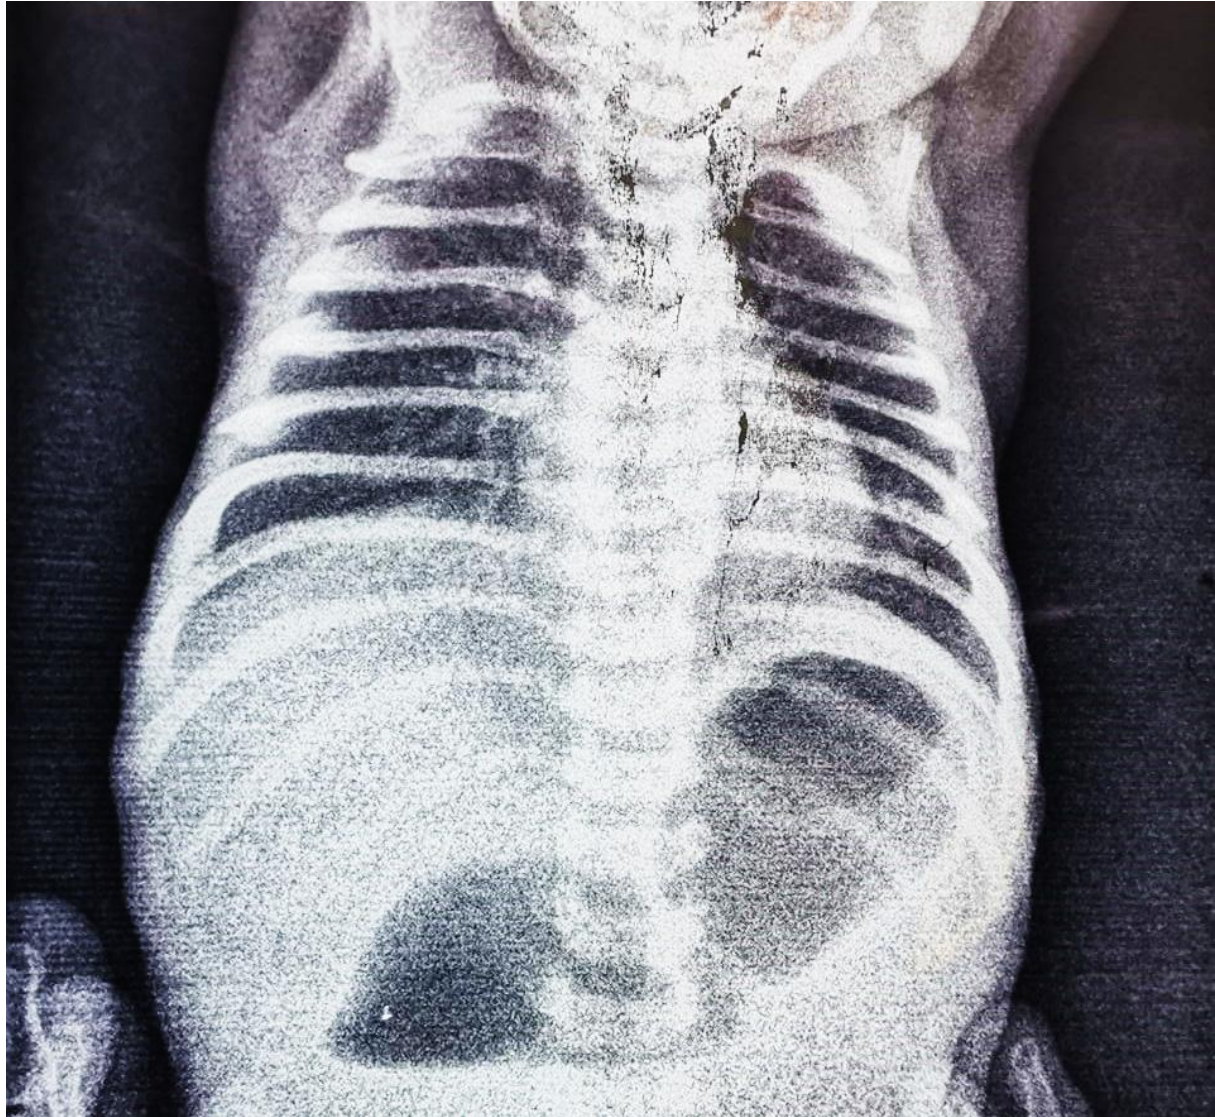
Radiographie thoraco-abdominale du seul cas d'atrésie duodénale dans notre série, montrant l'aspect caractéristique en double bulle
